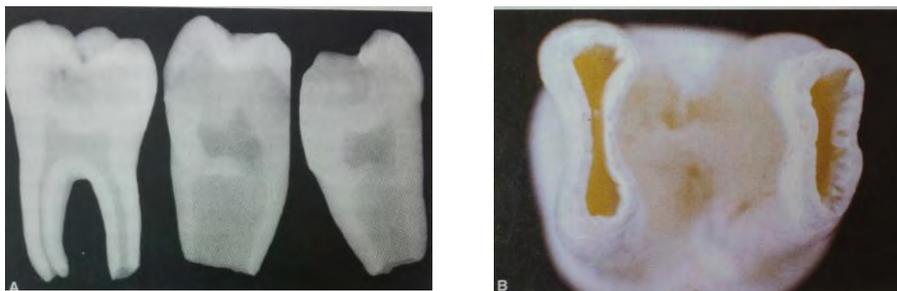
A) Radiografía de un molar inferior extraído sugiere que la rizogénesis se encuentra en estadio avanzado. B) La vista apical de las raíces resalta el foramen de los ápices. Recuperada a partir de: Soares UJ, Goldberg F. Endodoncia: Técnica y fundamentos. 1ªed. México: Médica Panamericana: 2002
